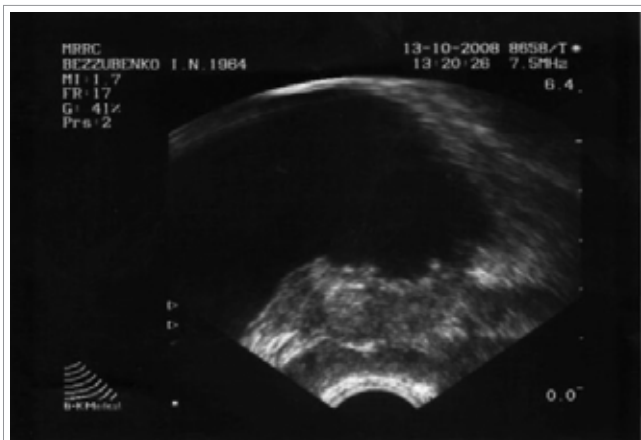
УЗИ больного Б.И.Н., 44 лет. Инфильтративное образование размерами 65х19 мм с инвазией всей толщи задней стенки МП с распространением на левый семенной пузырек
